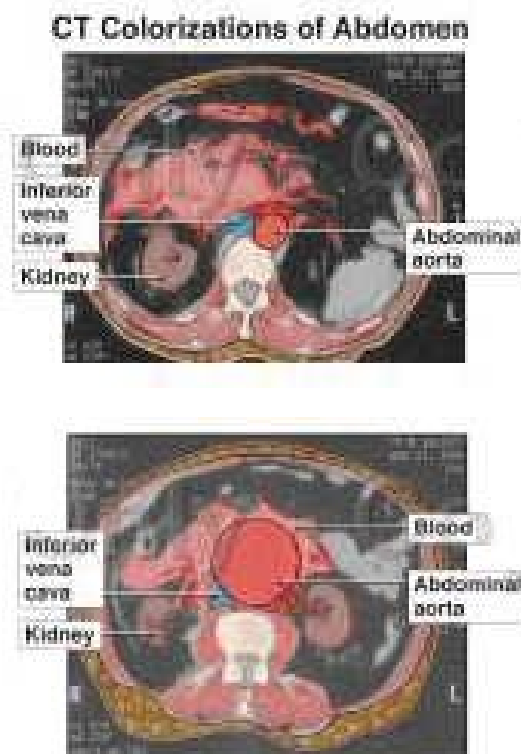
Tomografia Computadorizada de abdômen demonstrando evidência de sangue livre na cavidade abdominal (à esquerda) e aorta abdominal aneurismática com sangue livre na cavidade abdominal (à direita). Obs: Imagens coloridas com recursos tecnológicos para facilitar visualização. (Fonte: <http://www.shands.org/health>).
